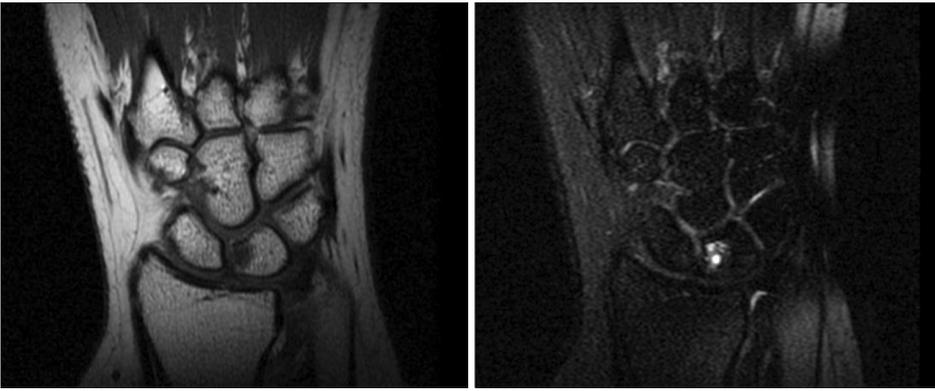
MRI shows small bone lesion of the lunate.
